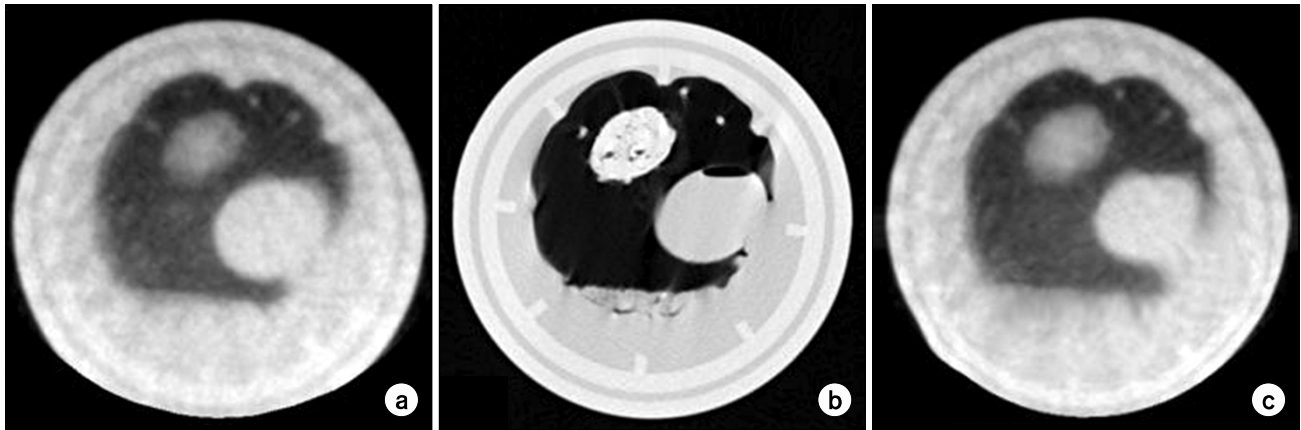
Result of demon deformable registration using deformable lung phantom images. (a) Image from MV CBCT. (b) Image from kV CT. (c) Result of demon deformable registration with modification of intensity of MV CBCT images.
